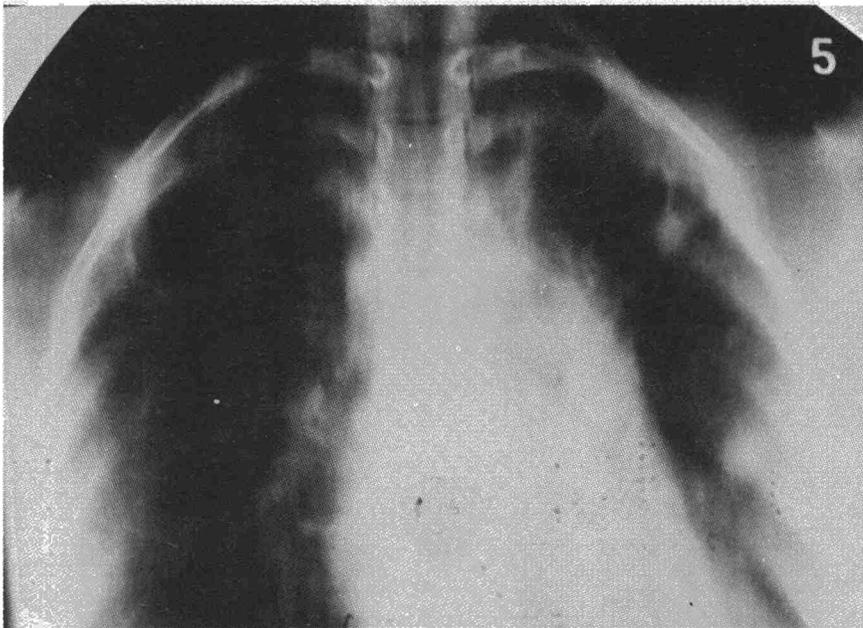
Tomografía inicial.
